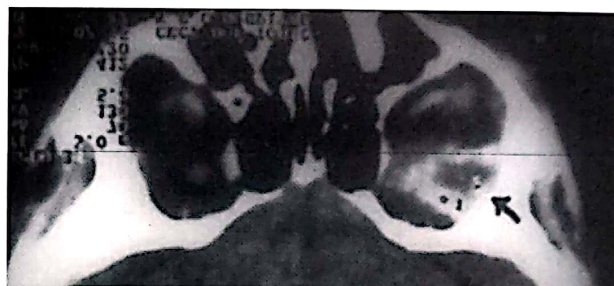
T.I., 26 ani, F. Cisticercoză intraorbitală. CT-scan axial. Formațiune chistică hiperdensă intraorbitală posterioară stângă.
